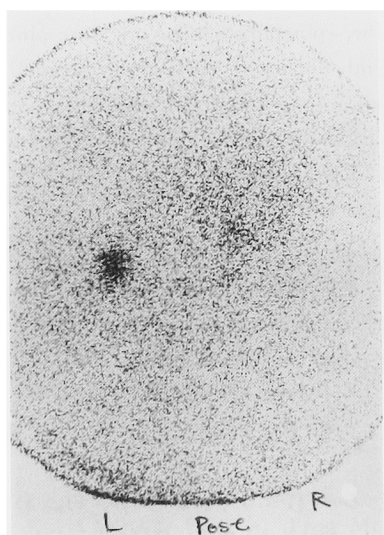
Adrenal scintigraphy appears enlarged right adrenal mass.
